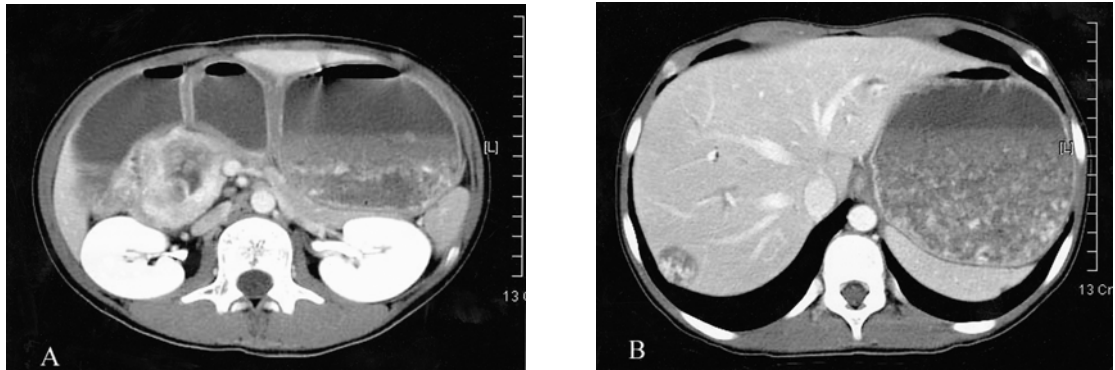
Abdominal CT scan shows polypoid nodular lesion in the remnant choledochal cyst (A) and suspicious metastatic lesion in the segment 7 of the liver (B).
